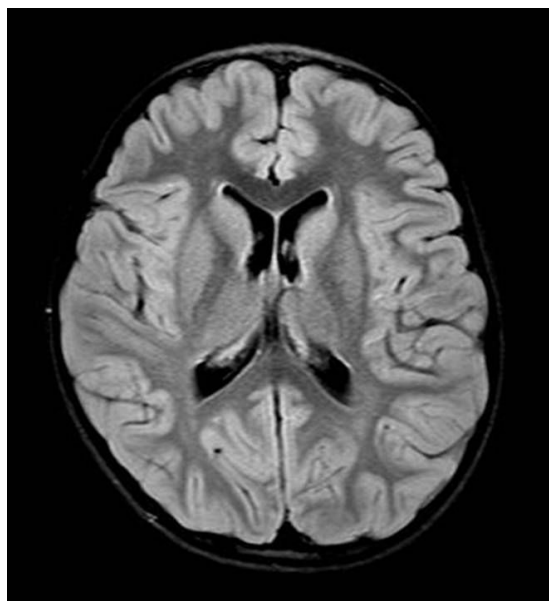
Brain MRI (Horizontal plane) shows no evidence of abnormal lesion.
